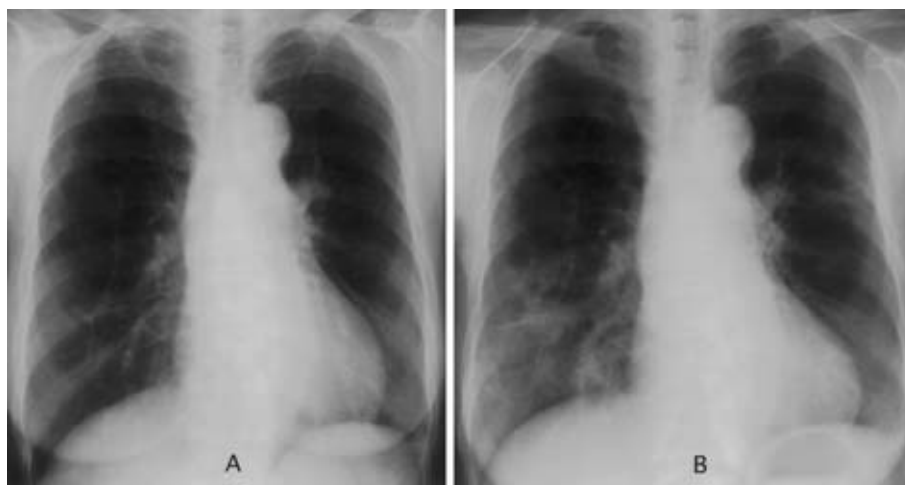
Chest radiograph on October 2005, showed multifocal opacification, predominant in the right lower lung field (Fig. 2B). However, these findings were not observed 75 days before (July 2005; Fig. 2A).
